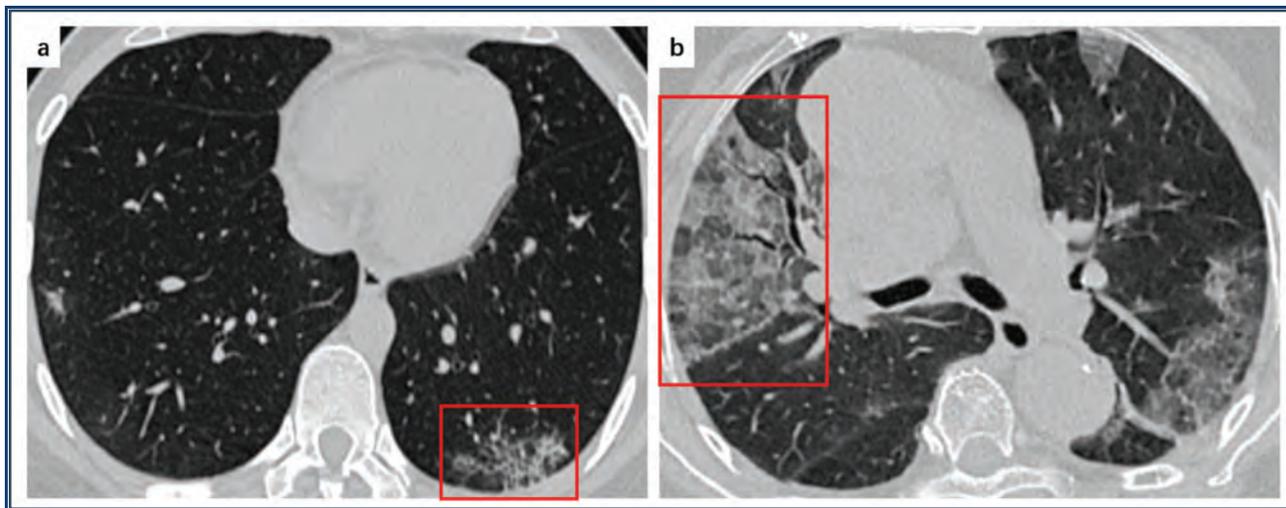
А, 34-летняя пациентка с COVID-19, с лихорадкой и сухим кашлем в течение 2 дней. КТ показывает слабый ретикулярный рисунок в левой нижней доле и в субплевральной области (красная рамка). В, 81-летняя пациентка с COVID-19, с лихорадкой и кашлем в течение 7 дней. КТ показывает ретикулярный рисунок, наложенный на фон «матового стекла», напоминающий симптом «бульжной мостовой» в правой средней доле (красная рамка).
